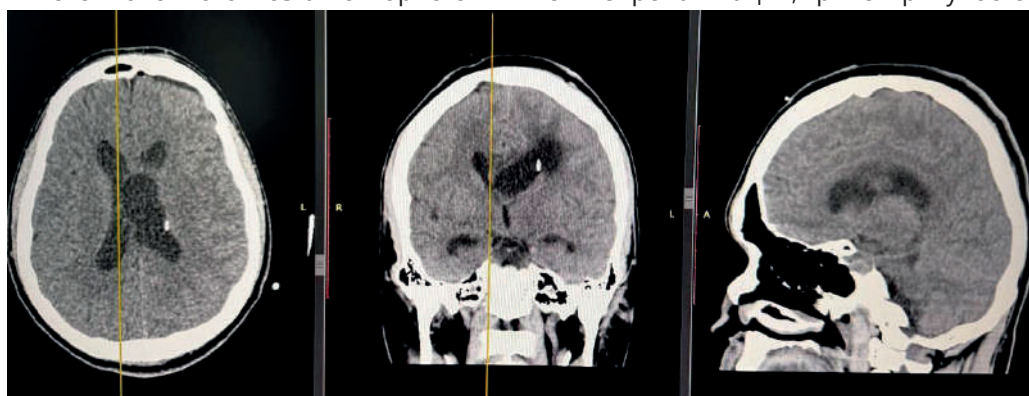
КТ снимки головного мозга после реоперации
